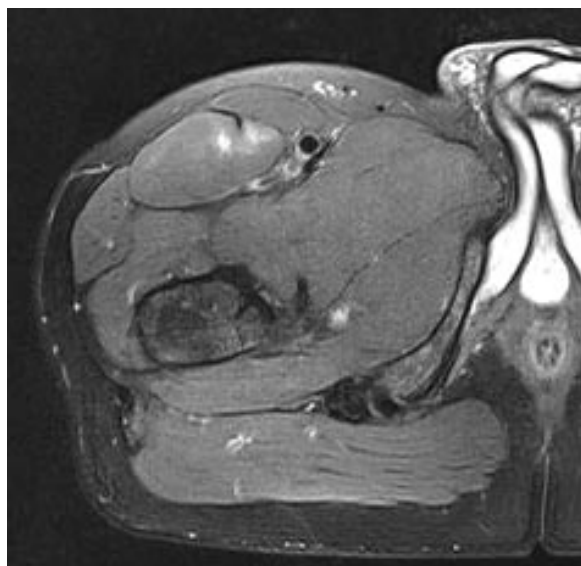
Petite désinsertion myo-aponévrotique en IRM (T2FS).
